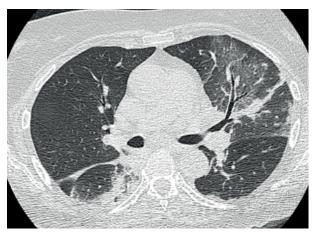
Tomografía de tórax de alta resolución, corte axial. Izquierda: presencia de consolidado en lóbulo inferior derecho. Derecha: Língula.
